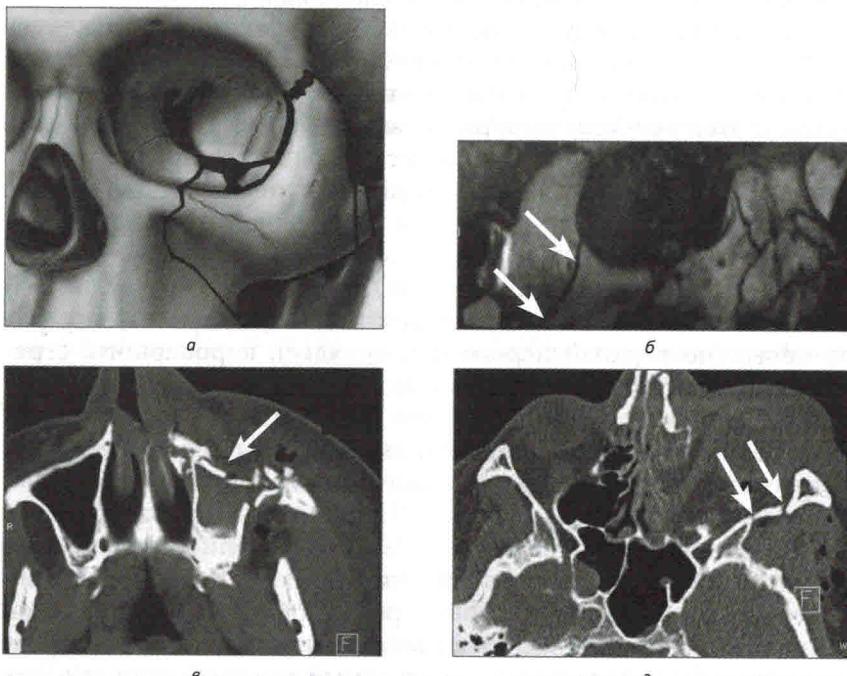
Скулоорбитальный перелом: *а* — вычленение скуловой кости по четырем швам; *б* — перелом подглазничного края и передней стенки верхнечелюстной пазухи; *в* — деструкция сколоверхнечелюстного шва на аксиальной томограмме; *г* — диастаз клиновидно-скулового шва в сочетании с переломом большого крыла клиновидной кости
